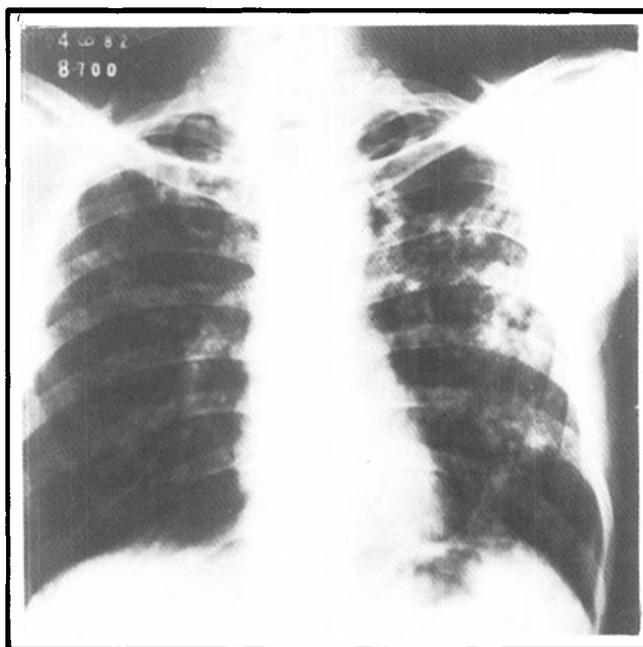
Radiografia de tórax compatível com tuberculose miliar pré-tratamento.
